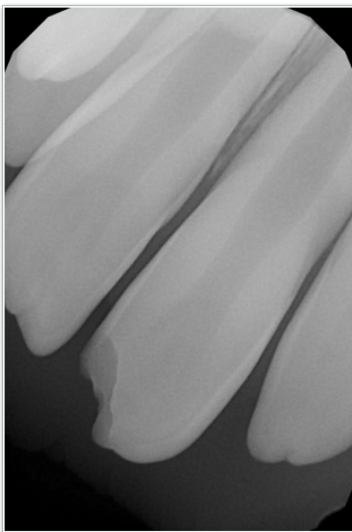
Radiografía periapical de 2.1 proyección distal. Noviembre 2016.
